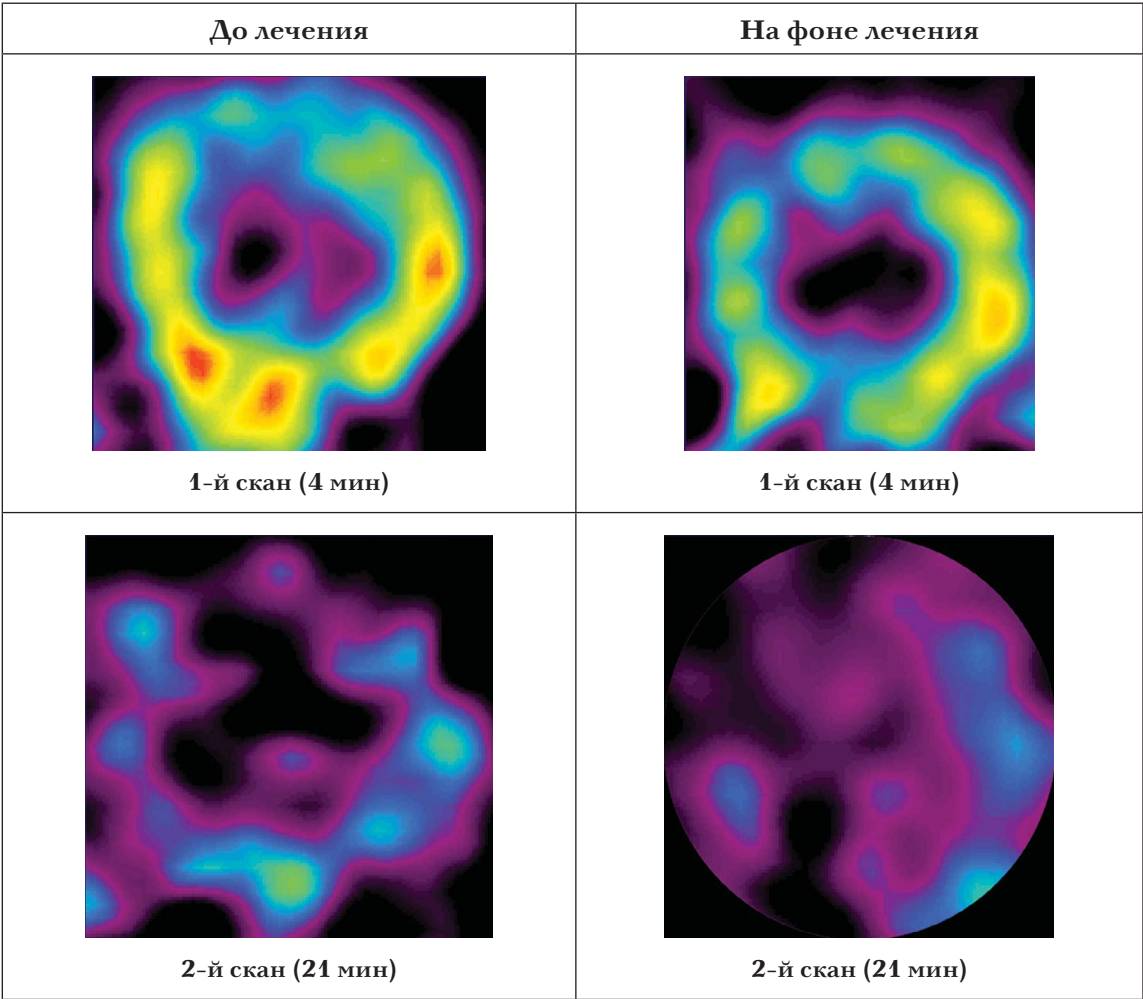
Оценка метаболизма ЖК методом ПЭТ с ¹⁴С-бутиратом натрия. Объяснение в тексте
